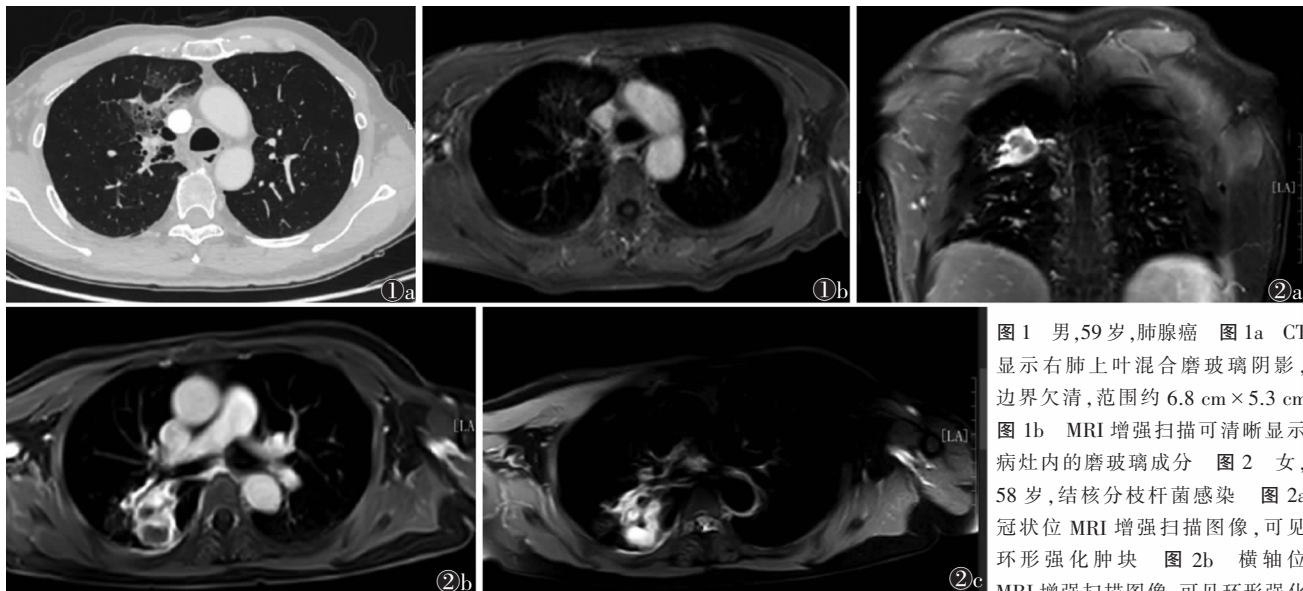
男,59岁,肺腺癌 图1a CT显示右肺上叶混合磨玻璃阴影,边界欠清,范围约6.8 cm×5.3 cm 图1b MRI增强扫描可清晰显示病灶内的磨玻璃成分 图2 女,58岁,结核分枝杆菌感染 图2a 冠状位MRI增强扫描图像,可见环形强化肿块 图2b 横轴位MRI增强扫描图像,可见环形强化
